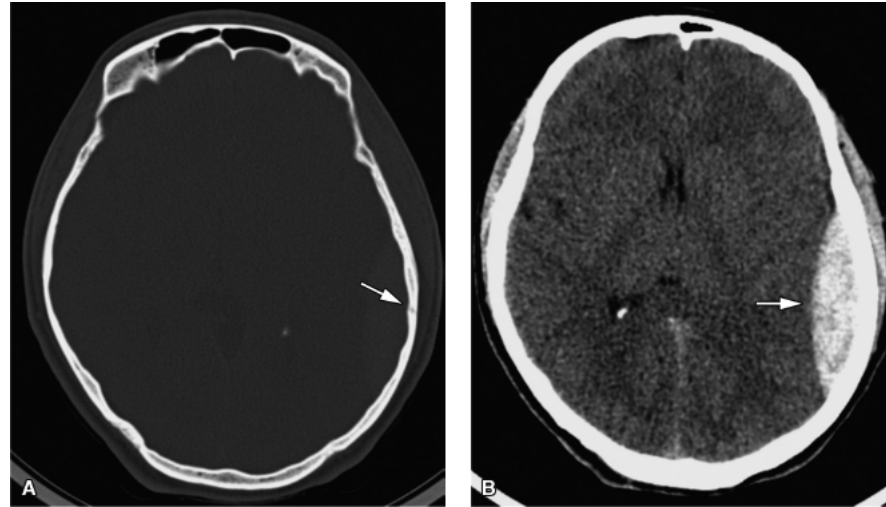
Traumatismo cranioencefálico. Tomografia computadorizada do crânio sem contraste. A imagem com janela óssea (A) evidencia fratura da escama parietal esquerda (*seta*). A imagem com janela de partes moles (B) mostra hematoma epidural, com aspecto em lente biconvexa, na região temporoparietal esquerda (*seta*).
